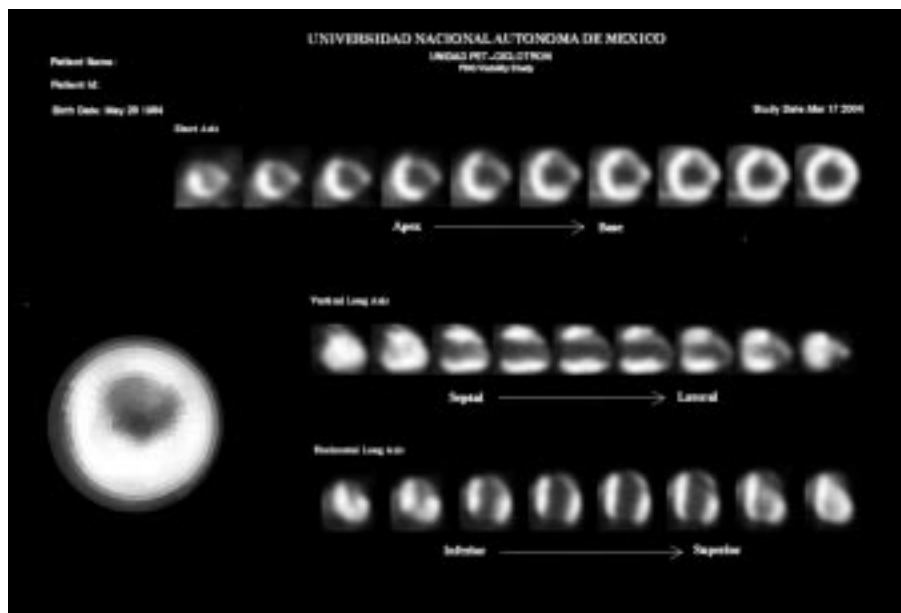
PET Captación 18-FDG. Post Implante de Stem Cell.
